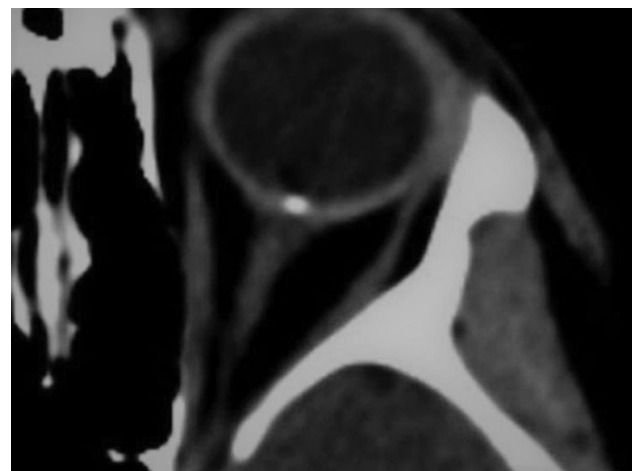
Компьютерная томограмма, аксиальная плоскость. Друзы оптического диска
